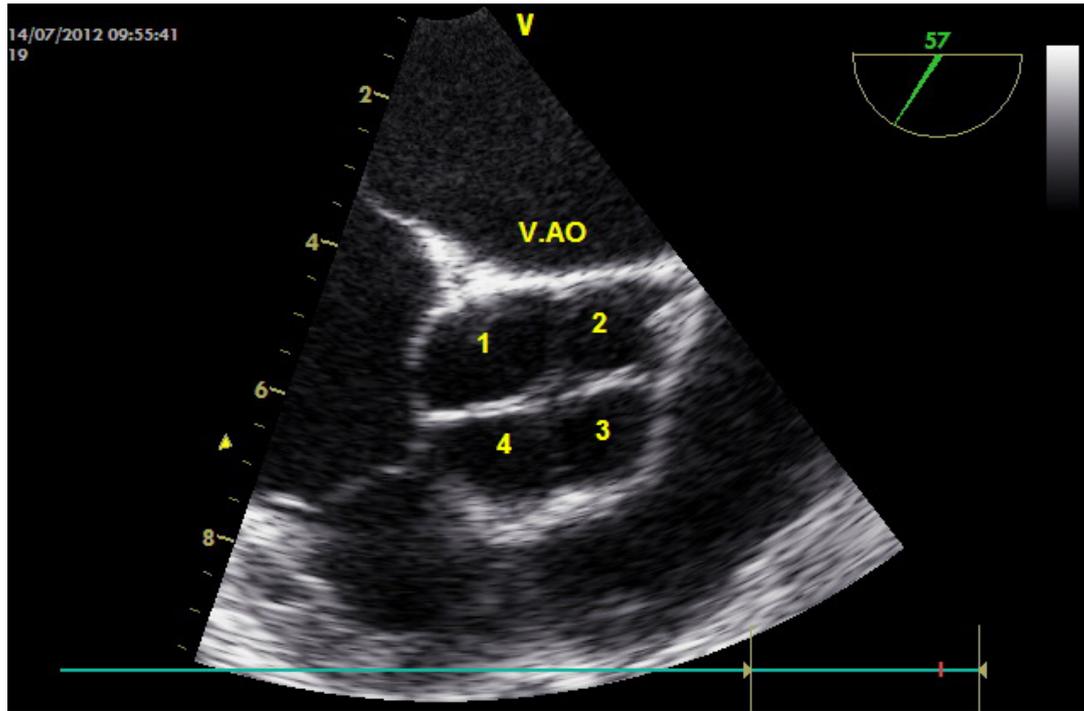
Imagen de la Válvula aórtica cuadrivalvular con ecocardiograma transesofágica - cierre de la válvula en cruz, o en X.
